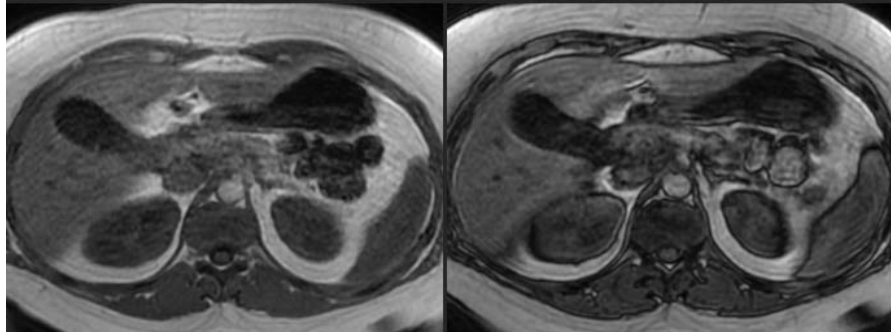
IRM des surrénales normales : Séquence In phase et out phase
